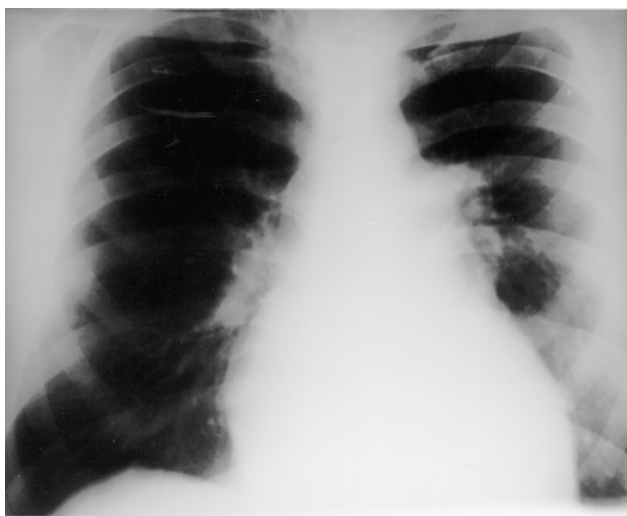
Native chest X-ray.
